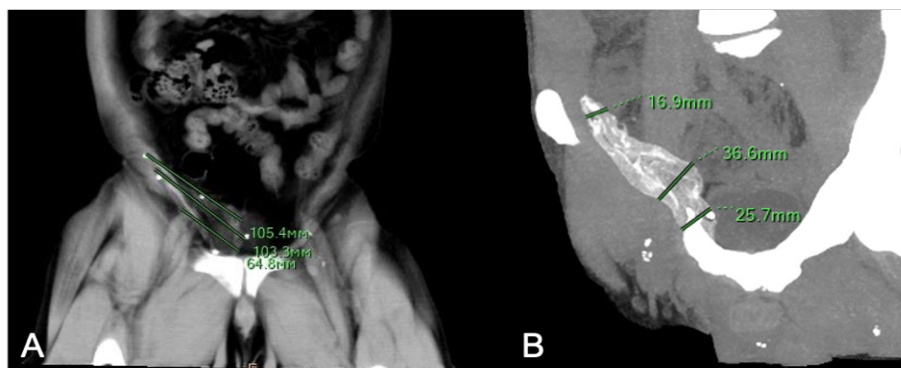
Построение изображений на рабочей станции врача-рентгенолога.
